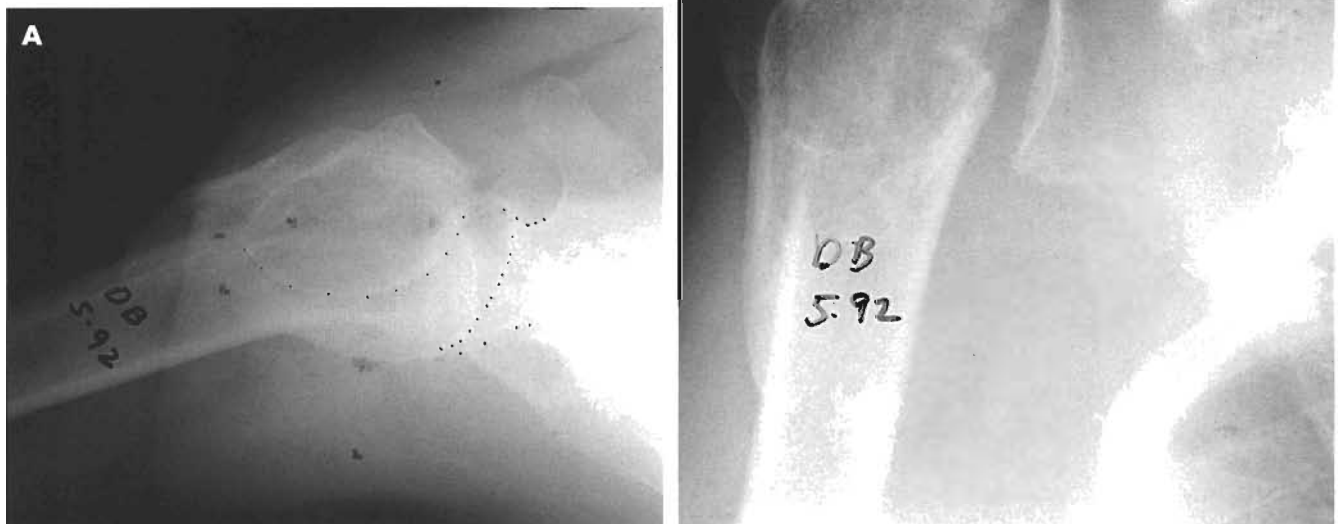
Radiografías axilar (A) y AP (B) de una pseudoartrosis de una fractura de cuatro fragmentos.
